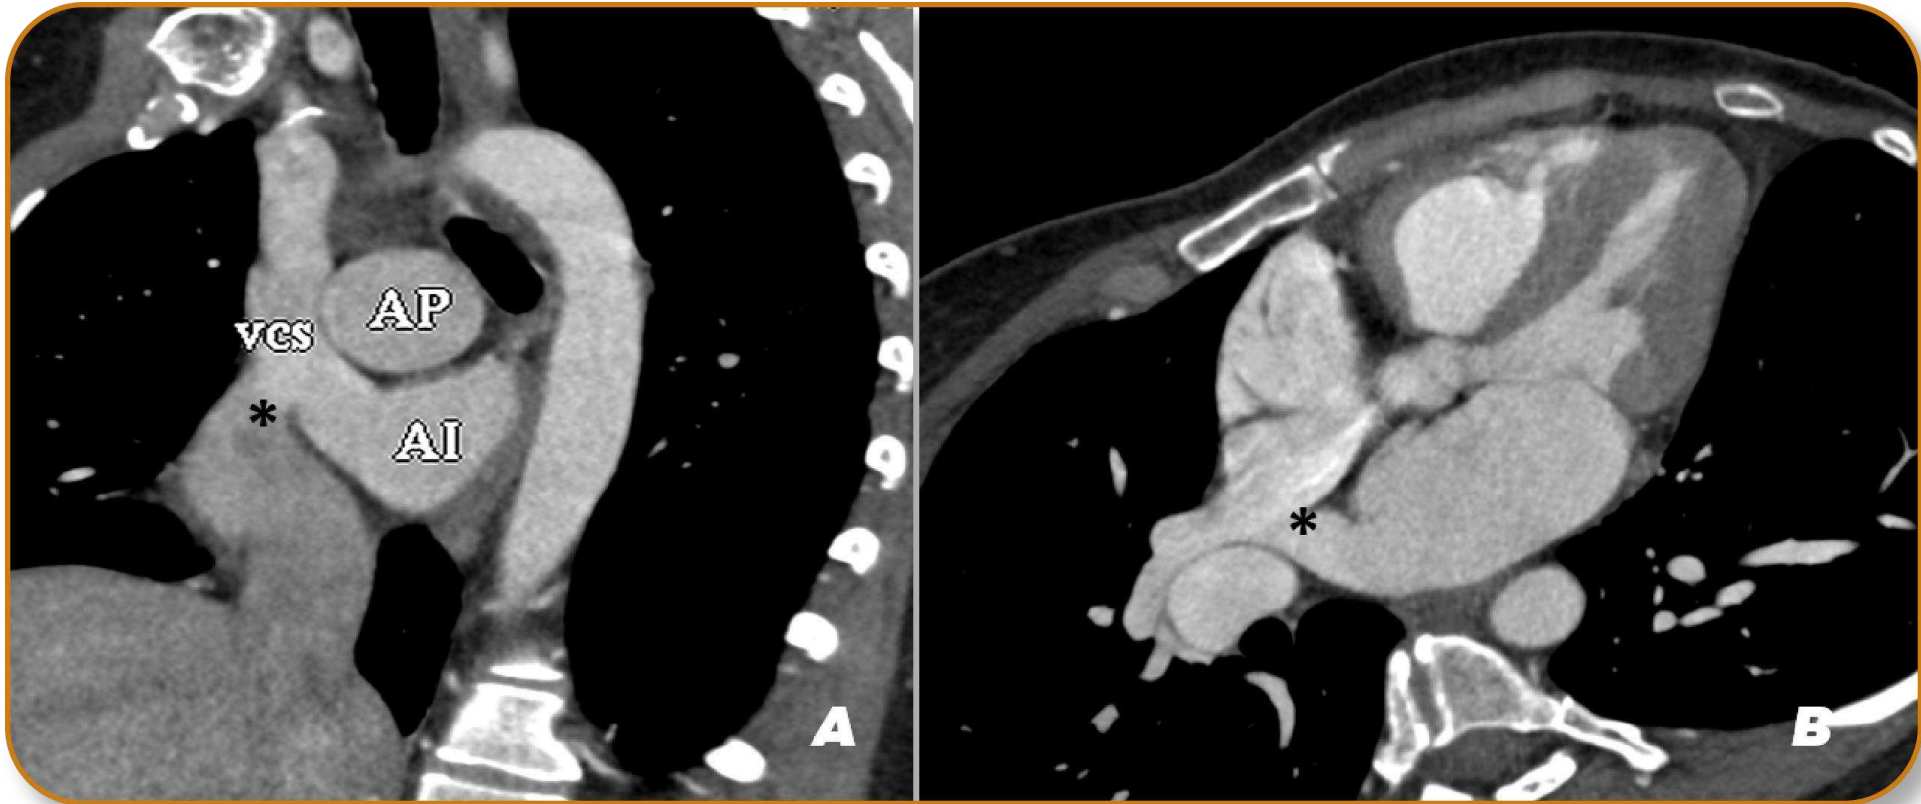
TC cardíaca CIA tipo seno venoso alto (asterisco) en plano coronal (A) y axial oblicuo (B). Defecto entre la porción posterior del septum interauricular y su unión a la pared posterior de la vena cava superior (VCS). Dilatación de cavidades derechas y arteria pulmonar (AP).
